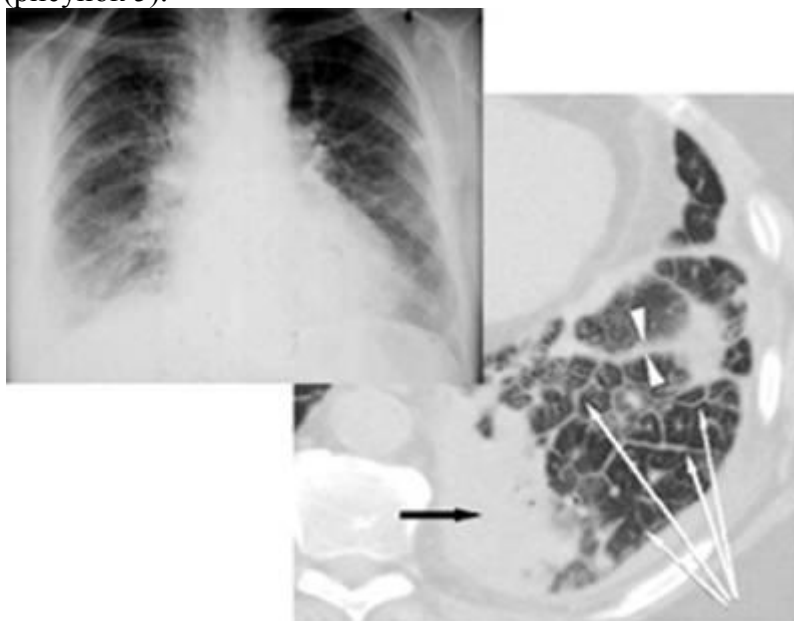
А. На рентгенограмме отмечается петлистое изменение легочного рисунка. Б. На компьютерной томограмме рядом с зоной консолидации легочной ткани (черная стрелка) визуализируются утолщение интерстиция, в виде множественных полигональных аркад и патологических линейных структур легких, не соответствующих ходу сосудов и бронхов (белые стрелки), и перилобулярная консолидация, в виде полигональных участков понижение прозрачности легочной ткани с плохо очерченными углами толщиной, 2-3мм (головки стрелок).
